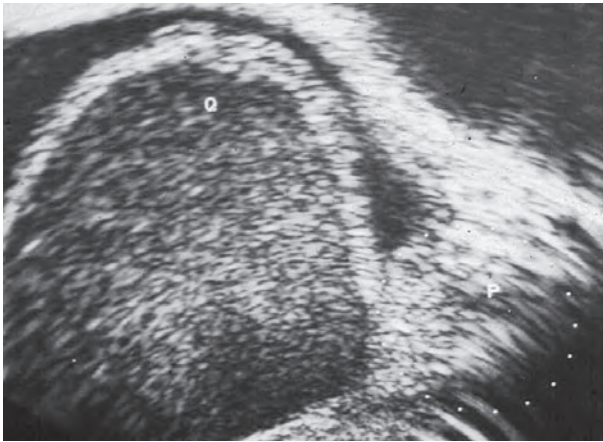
Imagen ultrasonográfica de vesícula seminal, donde se aprecia lesión quística de topografía de vesícula seminal.
